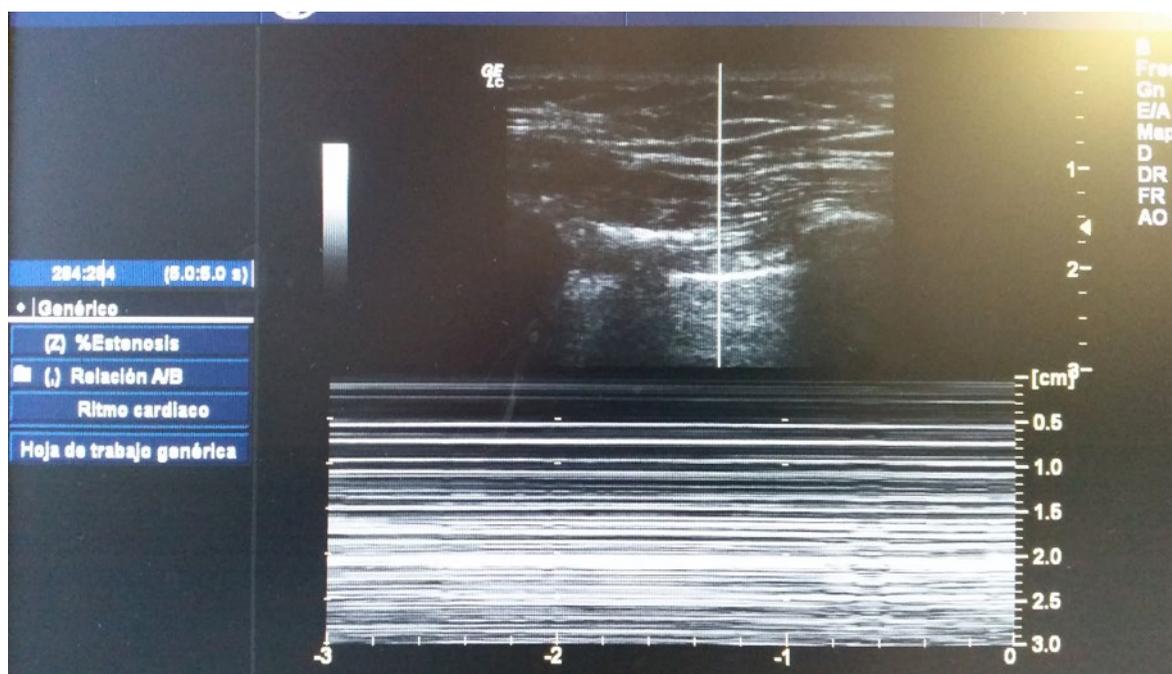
Ecografía en modo M. Ausencia del “signo de la playa” y presencia de líneas paralelas.
